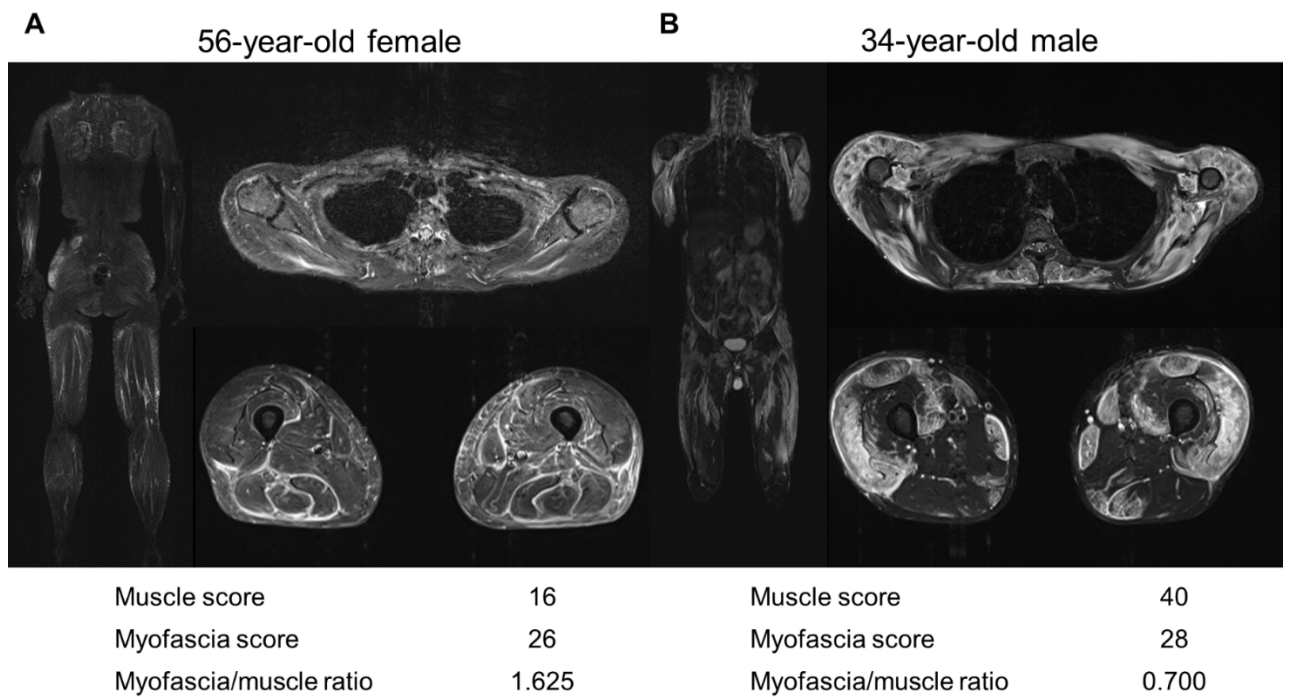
代表的な 2 症例の MRI 画像
